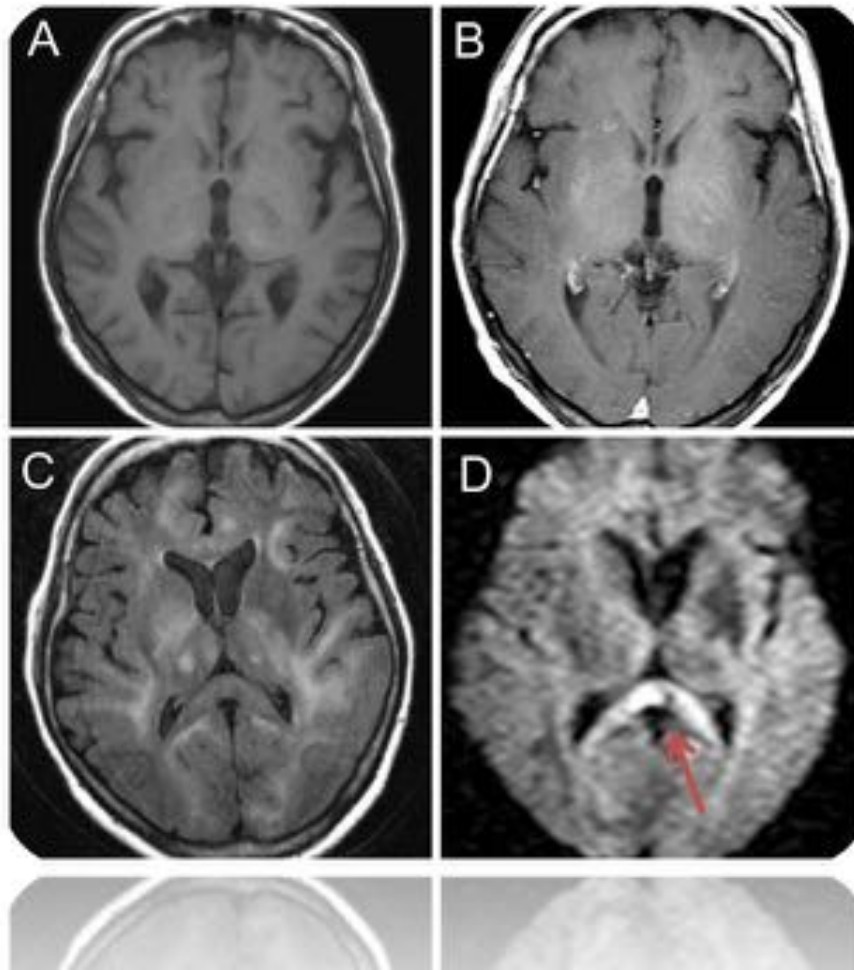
Planos axiales de RM en secuencias potenciadas en T1 antes (A) y después de la administración de contraste endovenoso (B), que ponen de manifiesto una sutil captación de contraste en ganglios de la base y región frontoparietal. En la secuencia FLAIR (C), se observa una alteración de señal de la sustancia blanca frontoparietal bilateral y de ambos tálamos. En la secuencia de difusión (D), se identifica una hiperintensidad en el esplenio del cuerpo calloso (flecha roja).
